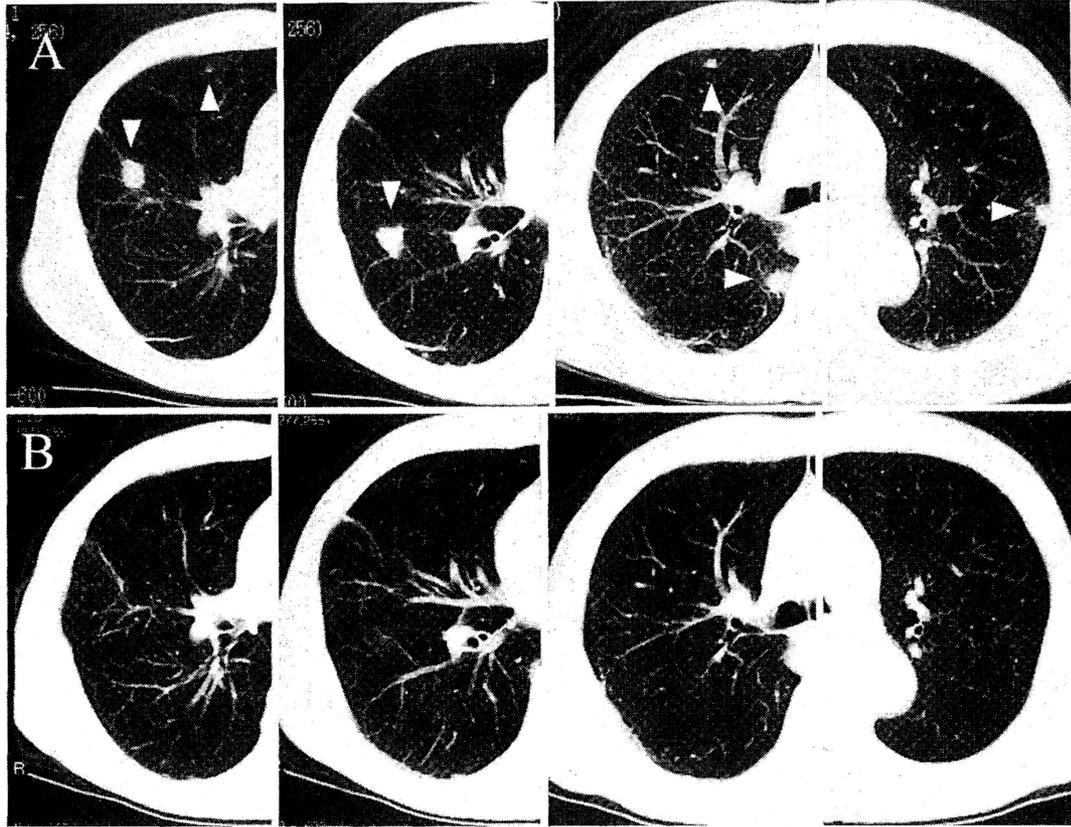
胸部CT A: IL-2 治療5週目, 両肺野に多発する転移巣を認める (矢印).
